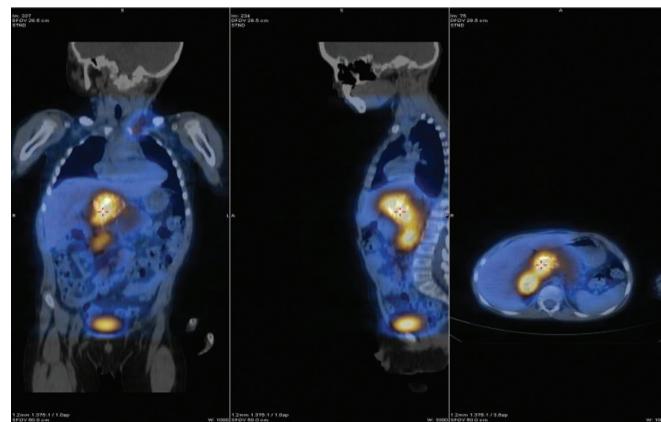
^{131}I -MIBG – сцинтиграфия у ребенка с нейробластомой. Визуализируется опухоль правого надпочечника с метастазами в паракавальных лимфатических узлах
